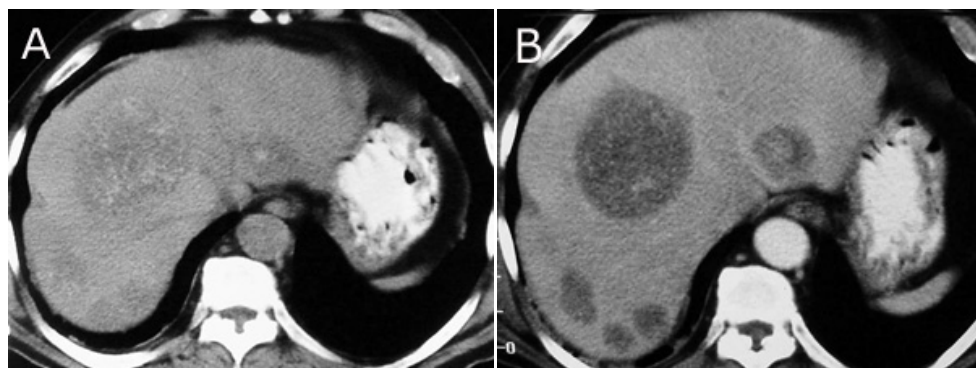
TAC de abdomen sin (A) y con contraste intravenoso. (B) Metástasis con finas calcificaciones originadas en un adenocarcinoma mucinoso del colon.
